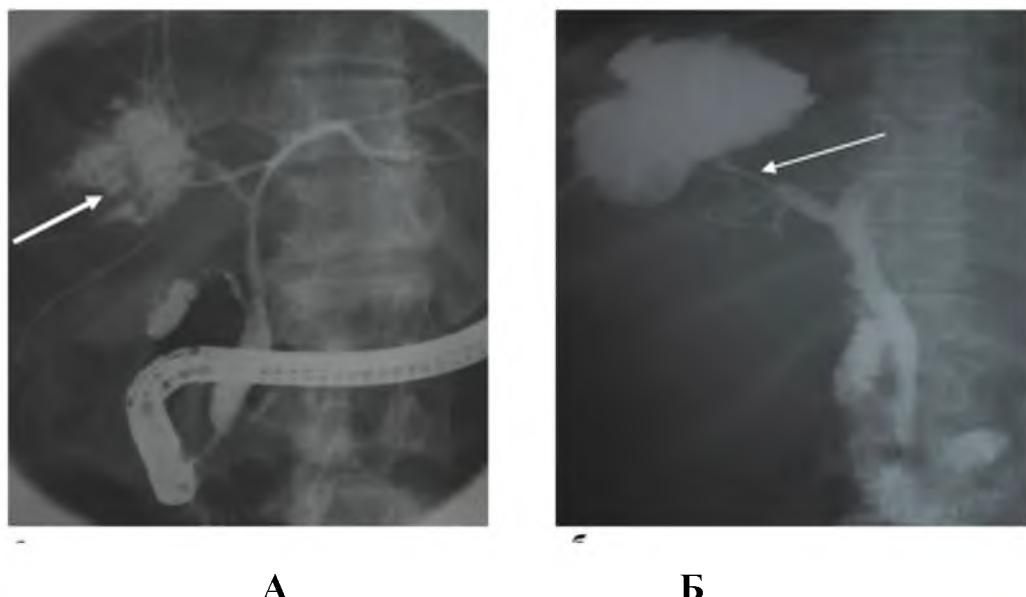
Рентгенохолангиограмма. НЭКП с паразитарным холангитом. Сообщение полости кисты с внутрипеченочным желчным протоком (А), попадание контраста в остаточную полость ЭК.
